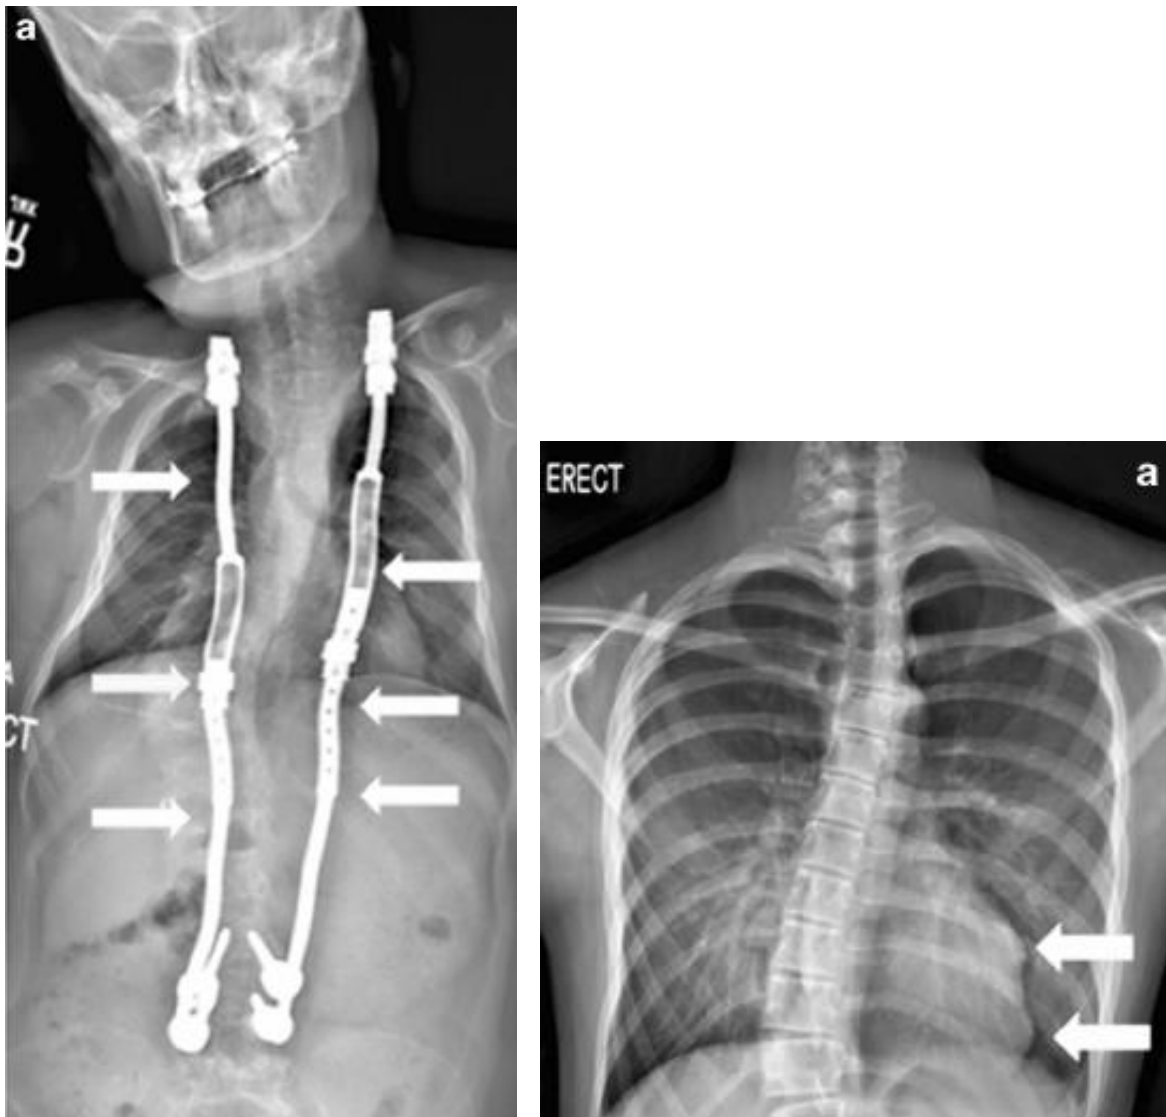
déformation axiale artéfactuelle rachidienne chez un patient arthrodésé (à gauche), et contours cardiaques lobulés artéfactuels sur une radiographie thoracique BXR (à droite). D'après Steven.
